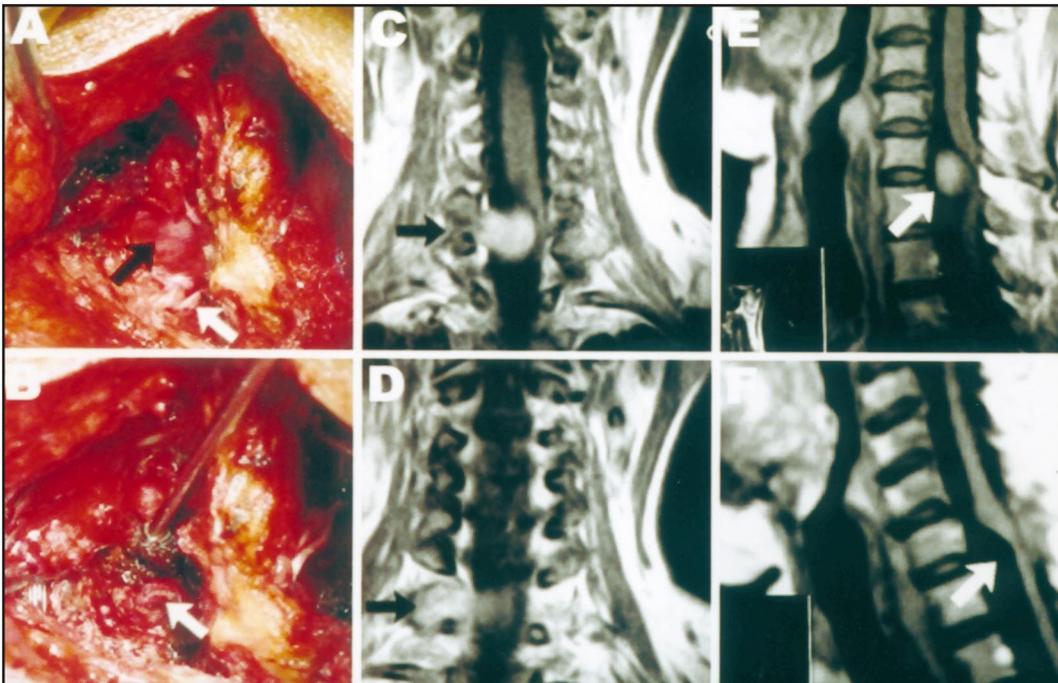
Caso 2: a. Achado cirúrgico de tumoração em topografia de plexo braquial (seta preta) e raiz de C6 (seta branca); b. Raiz de C6 (seta branca) após exérese da lesão; c e d. RM pré-operatória mostrando tumor ocupando forame da raiz de C6 (seta preta); e. RM pré-operatória evidenciando tumor invadindo canal raquiano com deslocamento da medula (seta branca); f. RM pós-operatória com detalhe do local onde se localizava a lesão (seta branca).
